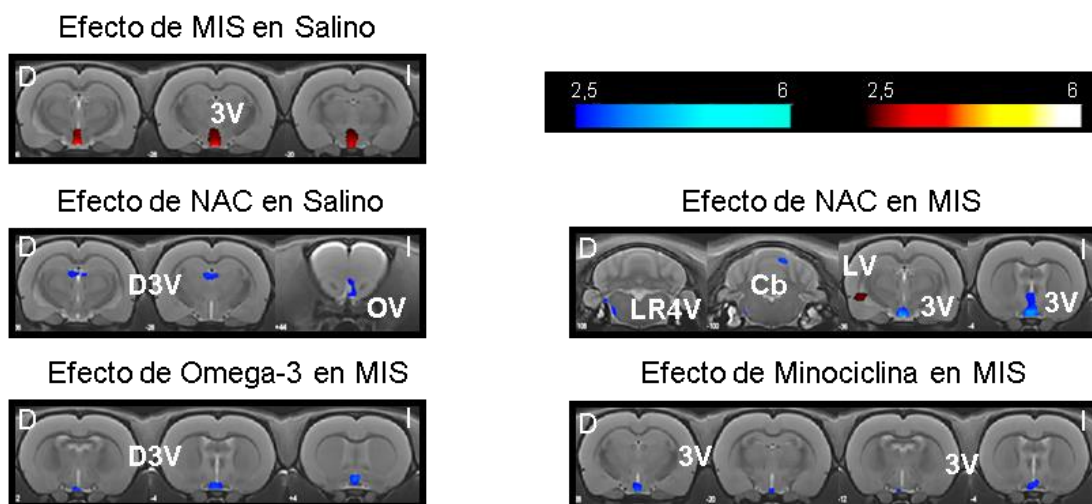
Alteraciones en la morfometría del líquido cefalorraquídeo causados por el tratamiento preventivo con NAC, Omega-3 o MIN (Salino-VH 11, Salino-NAC 12, Salino-Omega 12, Salino-Min 12, MIS-VH 13, MIS-NAC 14, MIS-Omega 14, MIS-Min 14). Los resultados de VBM se muestran como un mapa de T probabilístico representado sobre una imagen de resonancia magnética donde los colores cálidos indican un aumento de la densidad de áreas con líquido cefalorraquídeo y los colores fríos indican una disminución de la misma. Las barras de colores muestran los valores de T. Abreviaturas: 3V: 3^{er} ventrículo, Cb: cerebelo, D: derecha, D3V: 3^{er} ventrículo dorsal, I: izquierda, LR4V: receso lateral del 4^o ventrículo, LV: ventrículo lateral, OV: ventrículo olfatorio.
